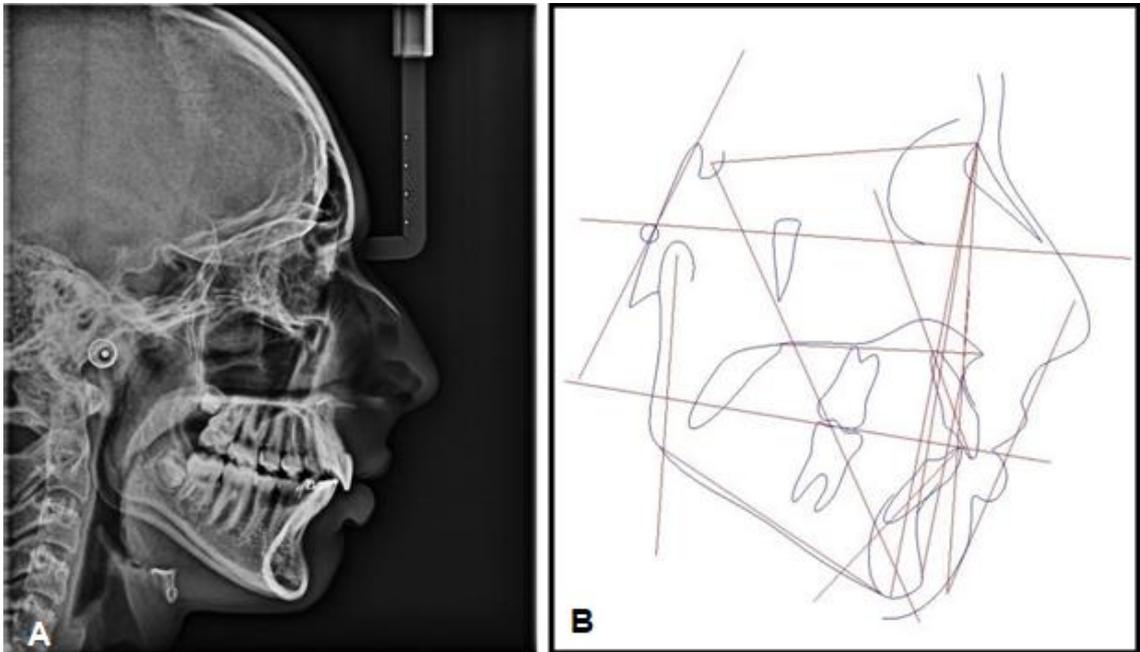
A) Telerradiografia final após 11 meses; B) Traçado cefalométrico final após 11 meses.
